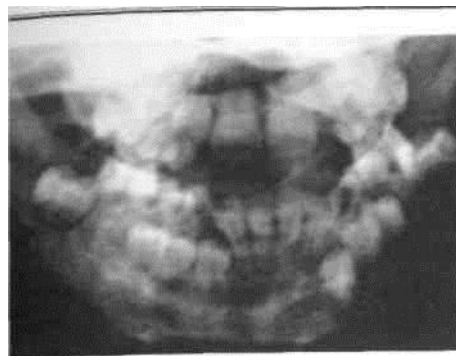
Ортопантомограмма ребенка с хроническим одонтогенным остеомиелитом нижней челюсти (деструктивная форма)
